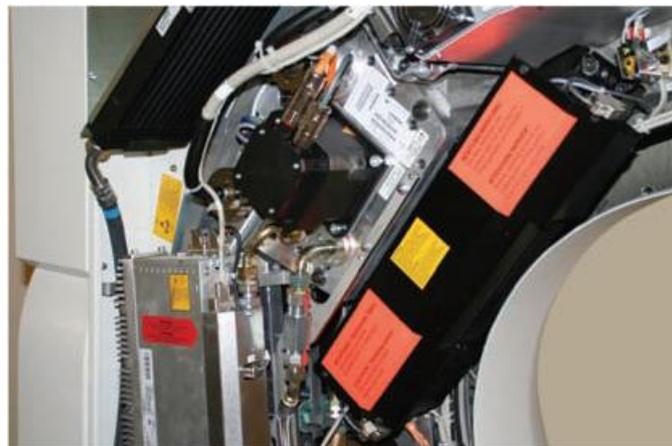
Tubo de raios X da PET-CT.
